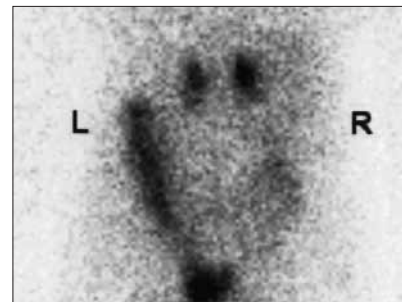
Eksempel på adrenokortikotrop hormon (ACTH)-uafhængig bilateral adrenal hyperplasi. En 53-årig kvinde med Cushings syndrom og umålelig lavt ACTH. En MR-skanning af binyrerne viste bilateralt hyperplasi/adenom. Der blev foretaget kolesterolscintigrafi på syvend dagen af abdomen i posterior projektion. Der ses patologisk bilateral asymmetrisk aktivitetsoptagelse med højresidig overvægt.
